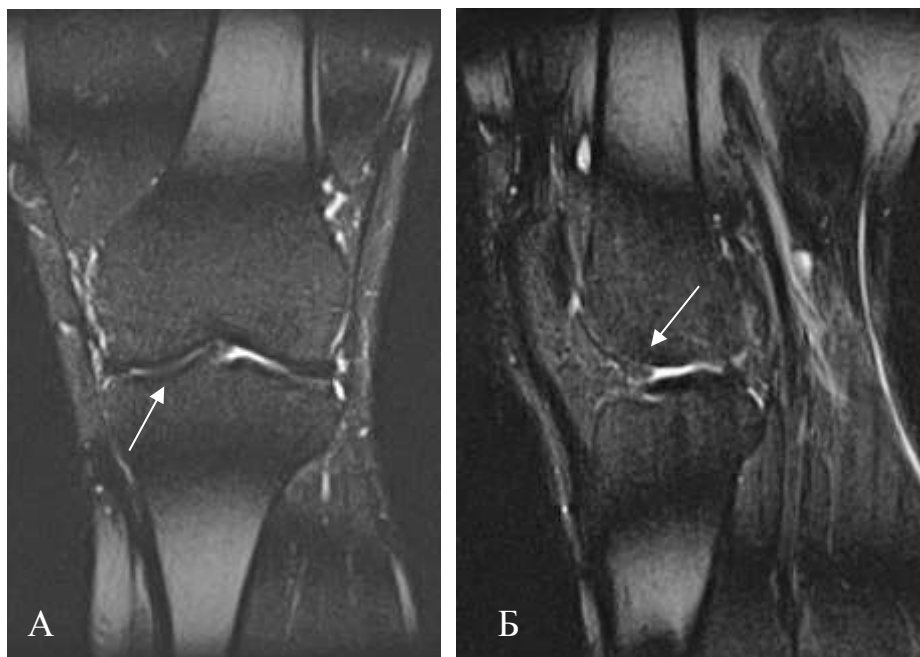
МРТ коленного сустава в коронарной (А) и сагиттальной (Б) проекциях в режиме STIR. Истончение суставного хряща на большом протяжении вплоть до полного отсутствия в области мыщелков бедренной кости
